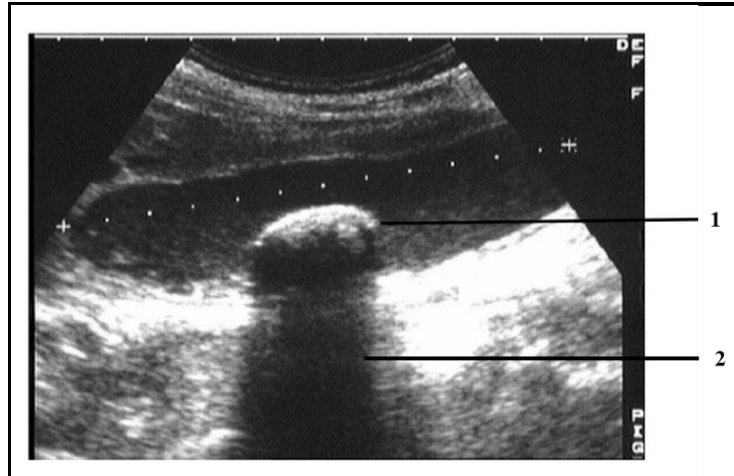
Examen échographique abdominale de lithiase biliaire : 1 : calcul de type vésiculaire ; 2 : cône d'ombre postérieur (Aymard, 2010)
